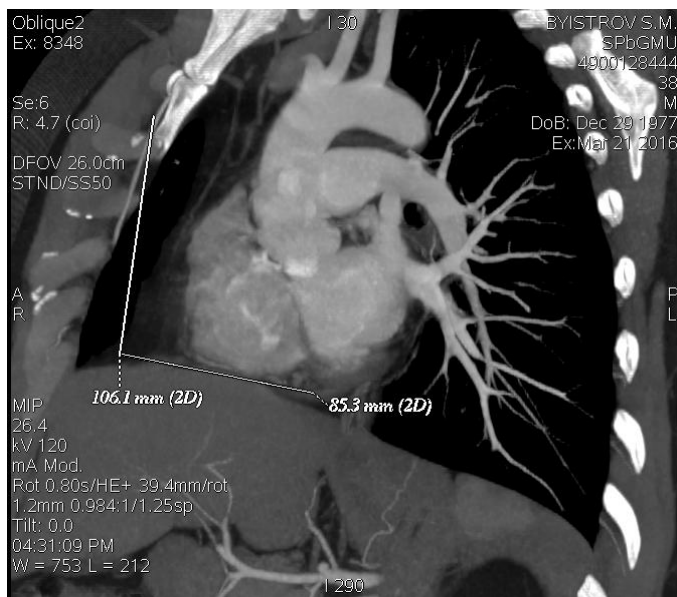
МСКТ в сосудистом режиме, измерение необходимой длины шунта от 2-го межреберья справа до боковой поверхности ЛЖ (ВТК): 19,2 см – необходимая длина кондуита от пр ВГА (2-е м/р) до ЗМЖВ.
